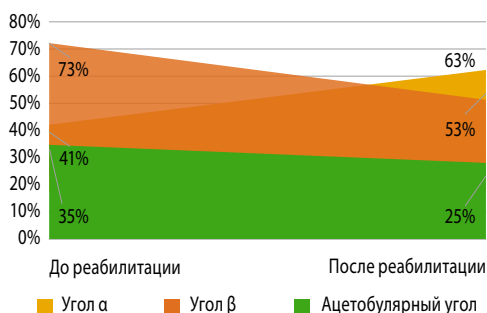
Результат по УЗИ и Rg-тазобедренных суставов у детей:
